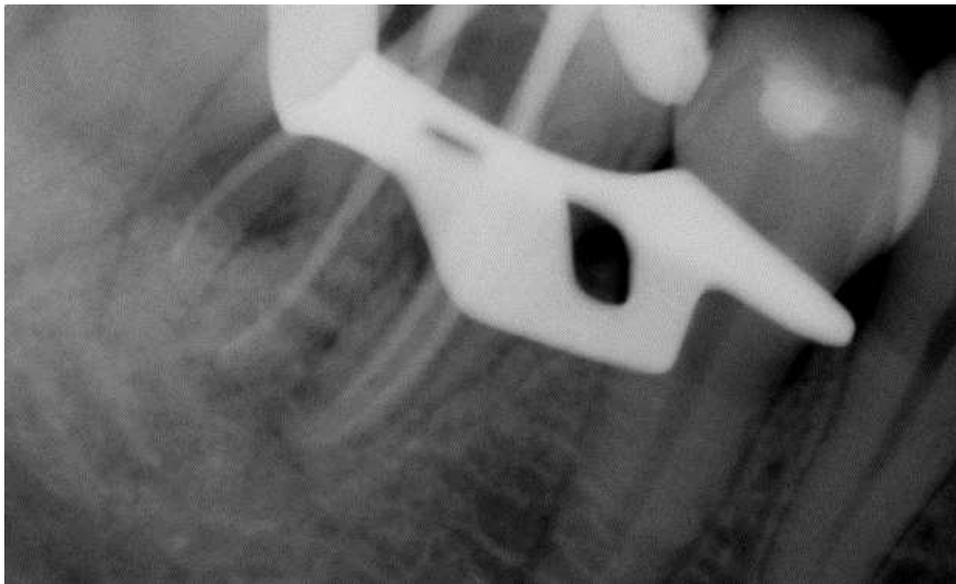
Radiografía de Conductometría: se Observa la presencia de conos en los conductos así como raíz accesoria (Radix entomolaris).
